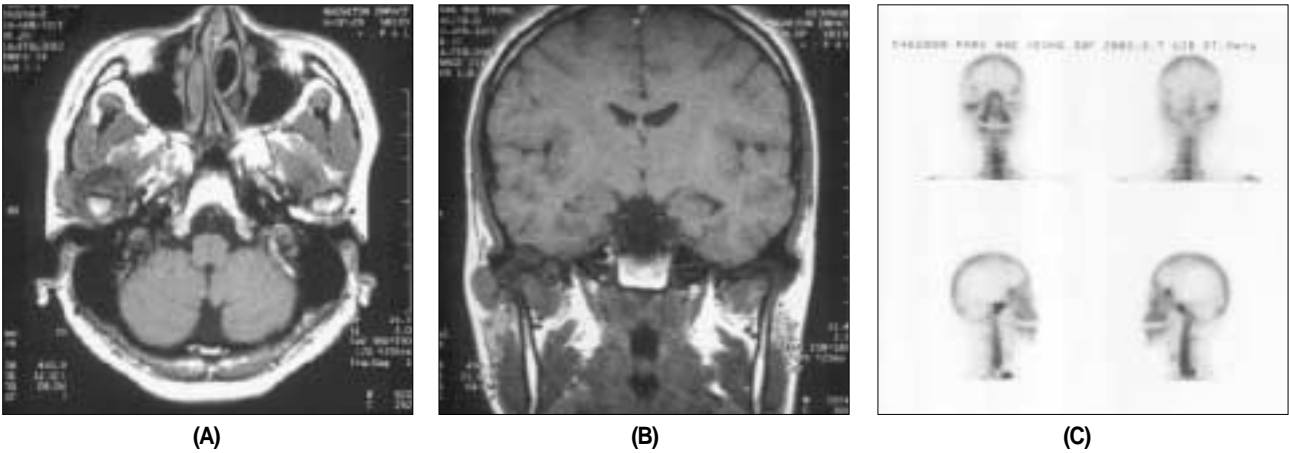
Preoperative MRI & Bone scan image. Irregular bony destruction of right temporal bone (A&B) and increased radioactivity on Rt. TMJ area (C) were observed.
